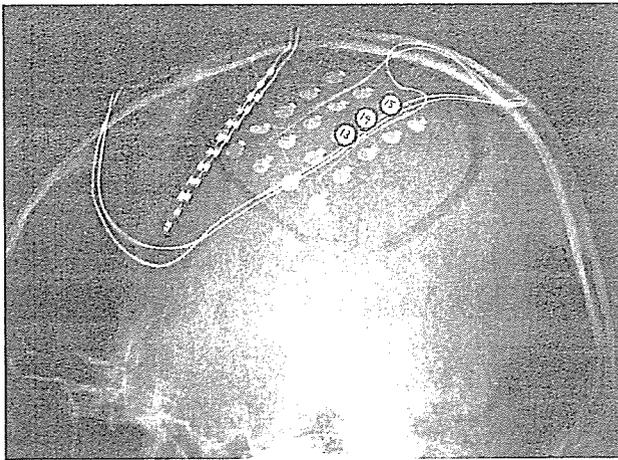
The x-ray film shows epidural grid electrodes. The highest amplitude of D-wave was recorded by the stimulation of epidural electrodes numbered at 13, 14, and 15. The highest decreased rate of VAS appeared by the stimulation of same epidural electrodes.
